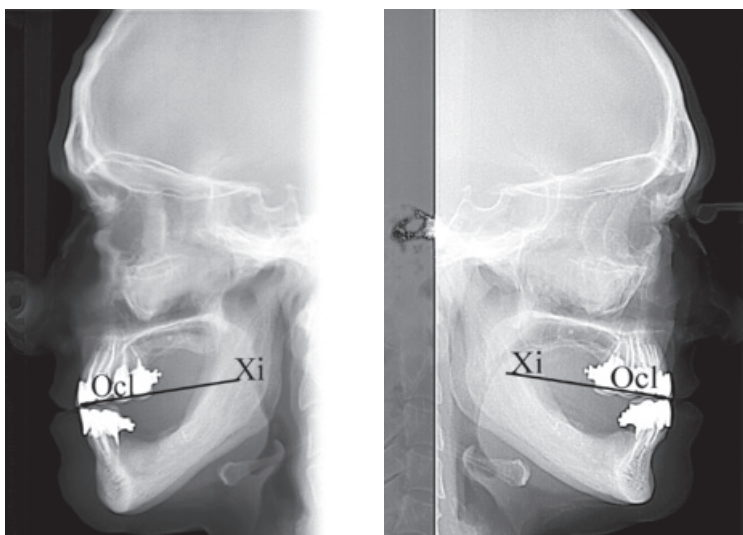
Телерентгенограммы в правой и левой боковых проекциях
